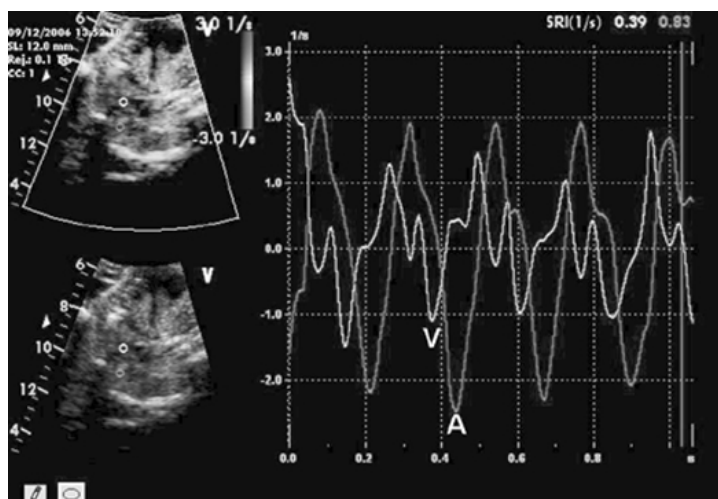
Strain rate Doppler delle regioni atriale (A) e del setto interventricolare (V). In questo caso si evidenzia una tachiaritmia con la contrazione atriale che segue quella ventricolare (rappresentate dai picchi negativi delle curve), come da tachicardia da rientro atrioventricolare.
